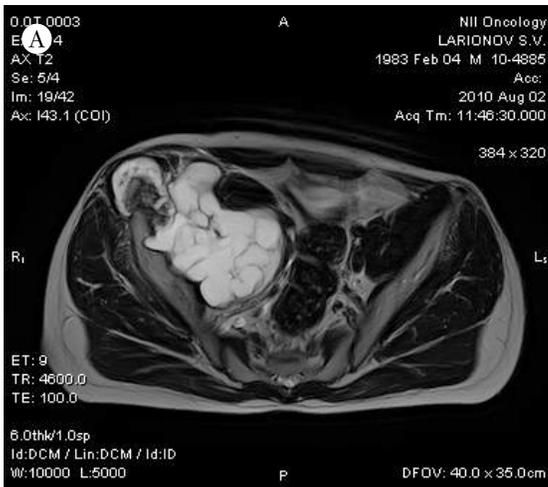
А – КТ-изображение больной до операции. Б – 3D КТ реконструкция КТ после операции
